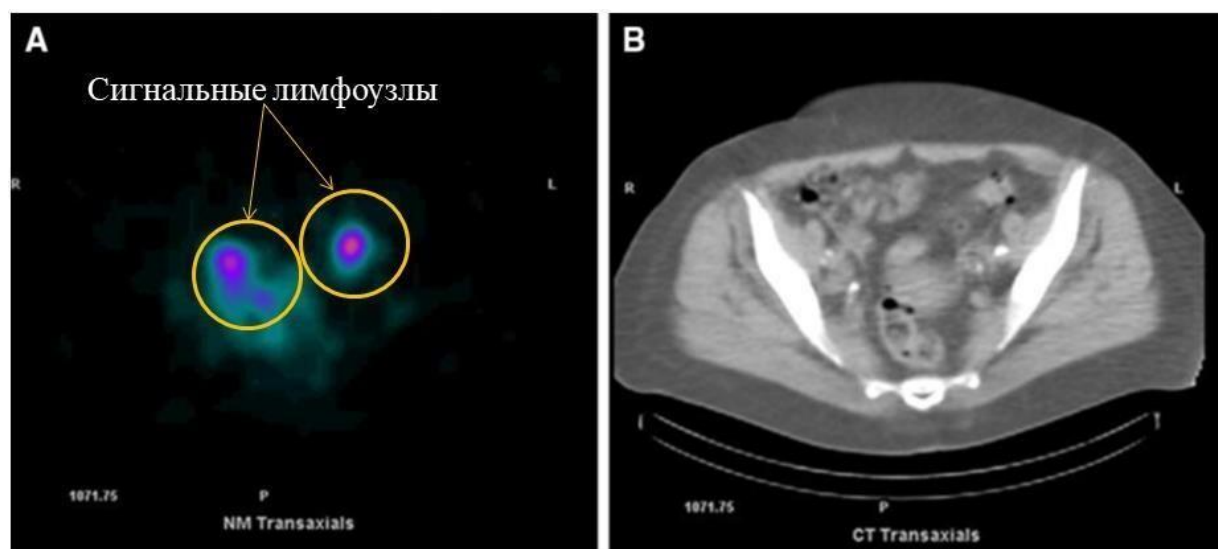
Выявленные СЛУ при выполнении ОФЭКТ-КТ.
